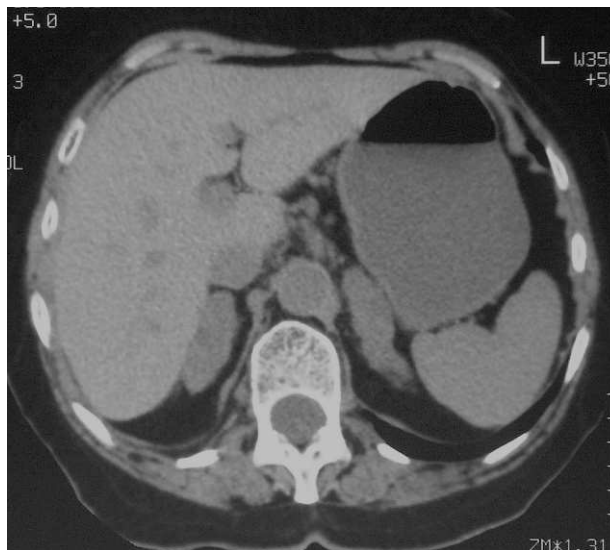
Tomografía computarizada centrada en suprarrenales tras contraste oral: glándulas suprarrenales aumentadas de tamaño de forma bilateral de contorno globuloso y nodular y de densidad heterogénea.
